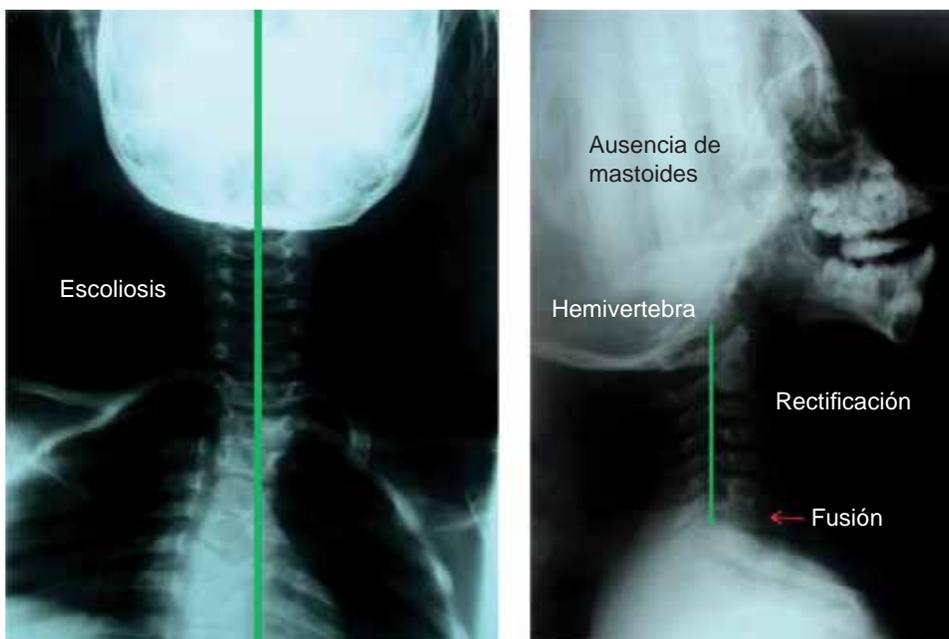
Radiografía AP y lateral de columna.
